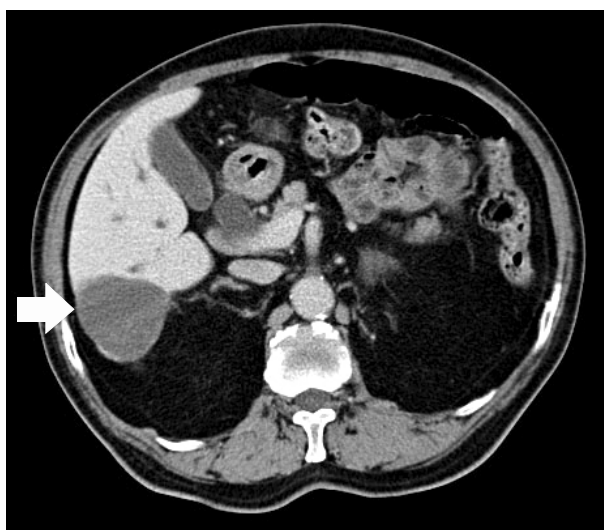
Abdominal computed tomography scan revealed large, elliptical, and well margined mass in the right lower lobe of the liver with delayed partial enhancement.
